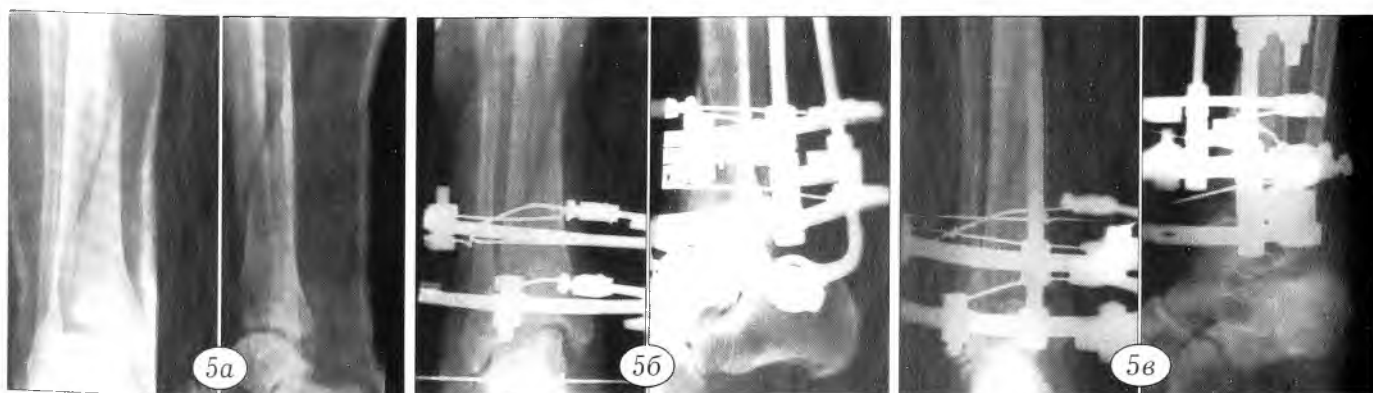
Рентгенограммы больной М.
